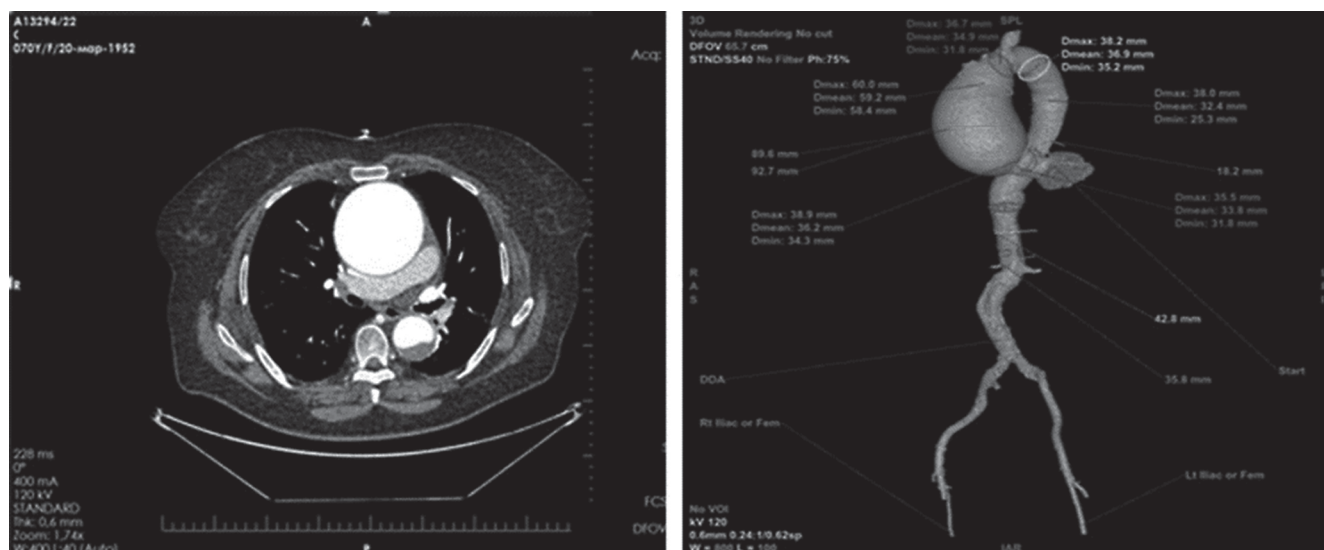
Данные мультиспиральной компьютерной томографии грудной аорты до операции.
